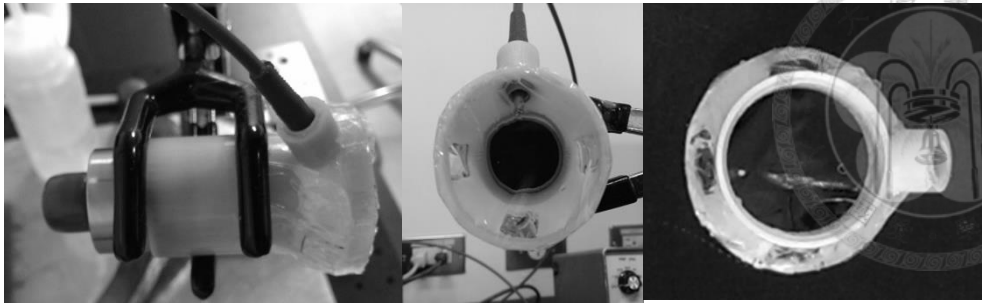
超音波雷射共焦架構圖，從左到右分別是側面、下往上，上往下三種觀測方向。
